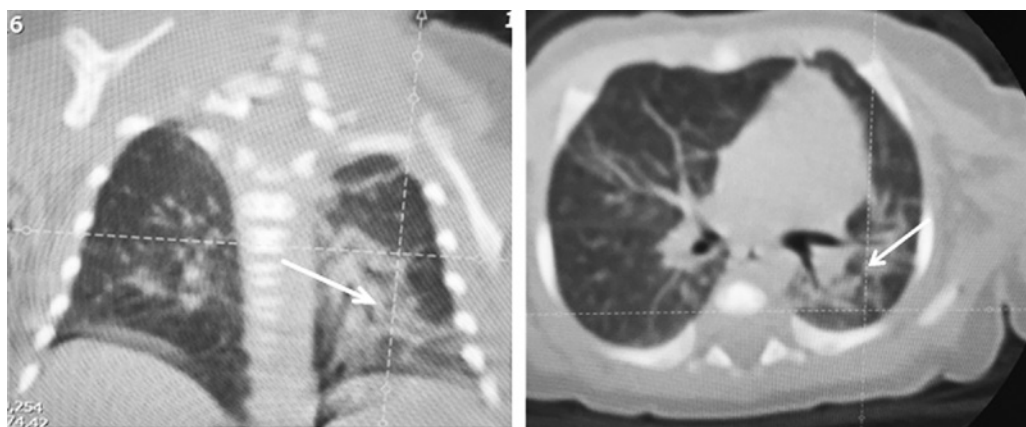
Компьютерная томограмма пациентки. Возраст 1 мес. 12 дней. Двусторонние фиброзные изменения (стрелки)
